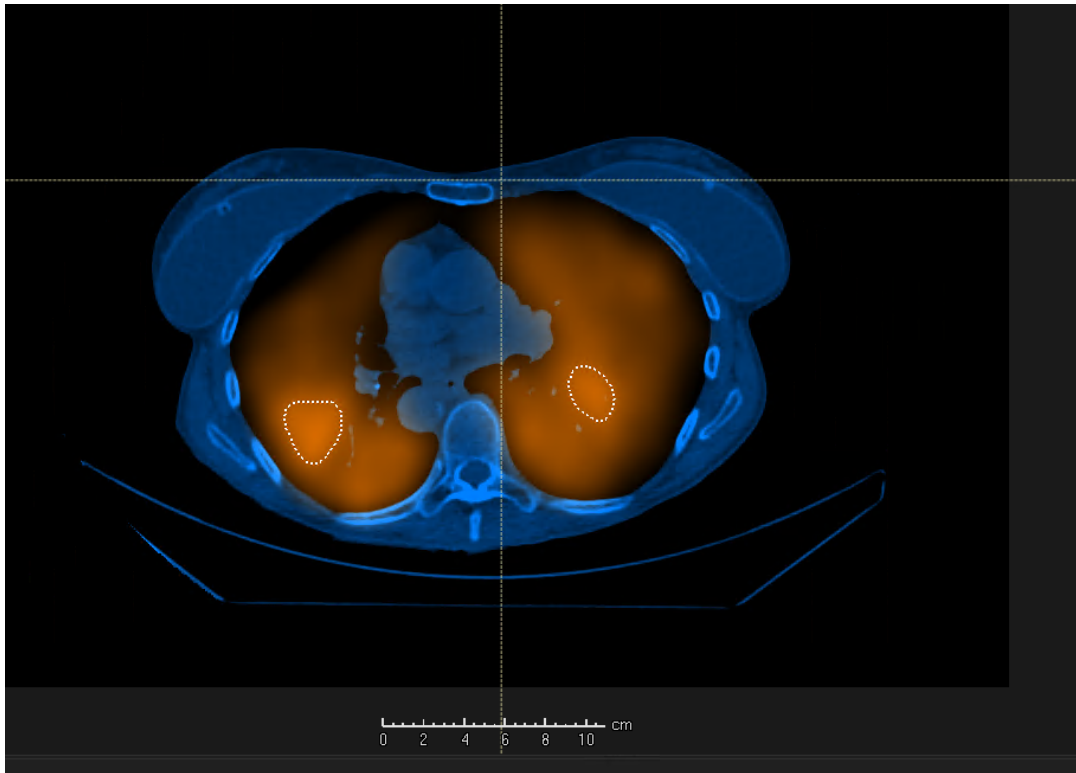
Volumen funcional en el SPECT/CT
